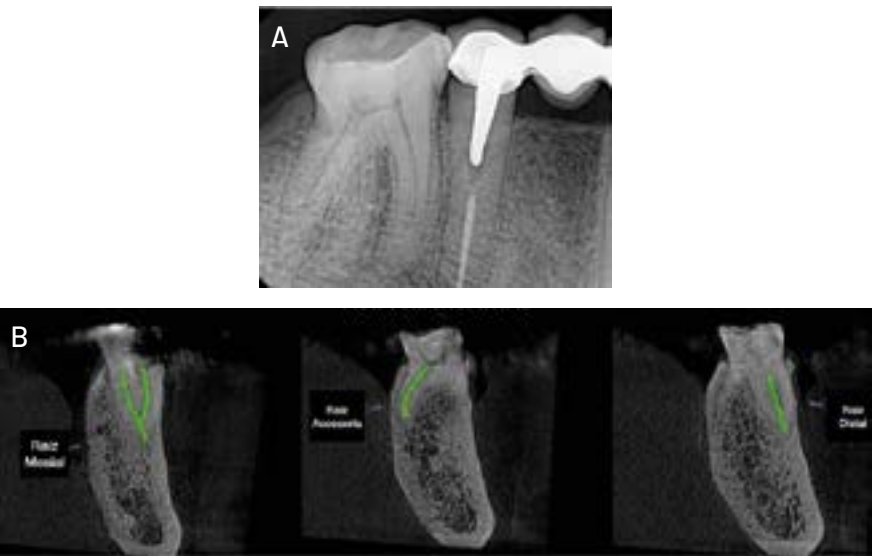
(A) Radiografía preoperatoria pieza dentaria 46. (B) Tomografía computarizada de haz cónico de la pieza dentaria sección coronal.
